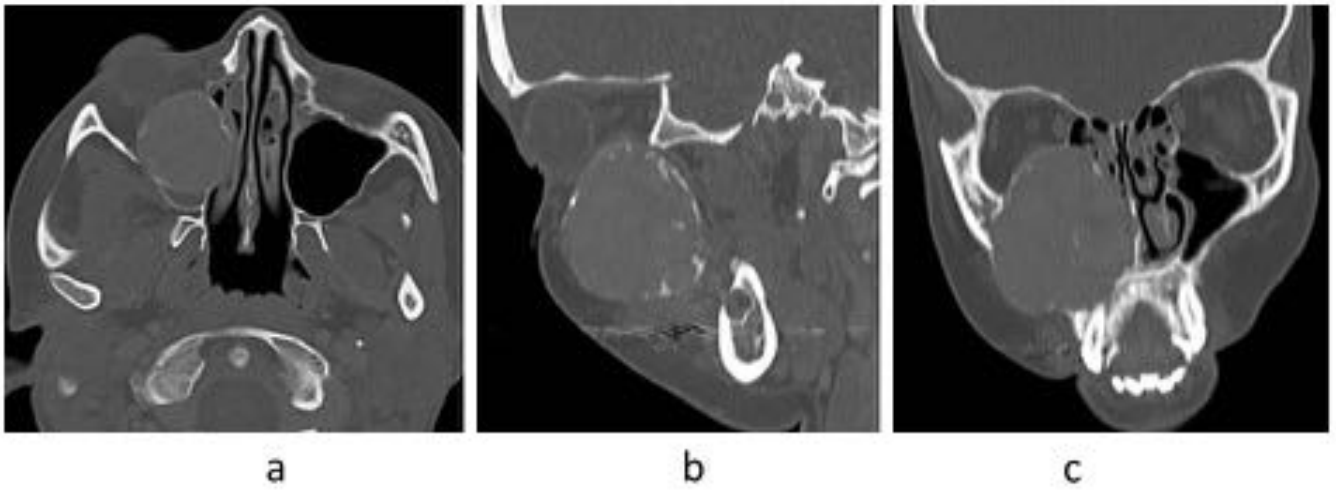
Neoplasia de cavidad oral con infiltración de la tuberosidad posterior del maxilar en TC (a, b, c y d), que muestra contacto con la musculatura pterigoidea sin infiltración de la misma en RM (e, f, g y h).
